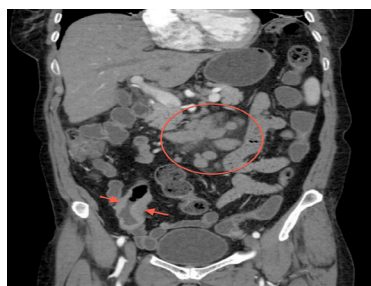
КТ – фронтальна реконструкція. Значно збільшено групу внутрішньочеревних лімфовузлів. Великі конгломерати (> 1.5-2.0 см) локалізуються біля воріт печінки, селезінки, парапанкреатичної клітковині, вздовж великих судинних структур: аорти, нижньої порожнистої та комірної вени
